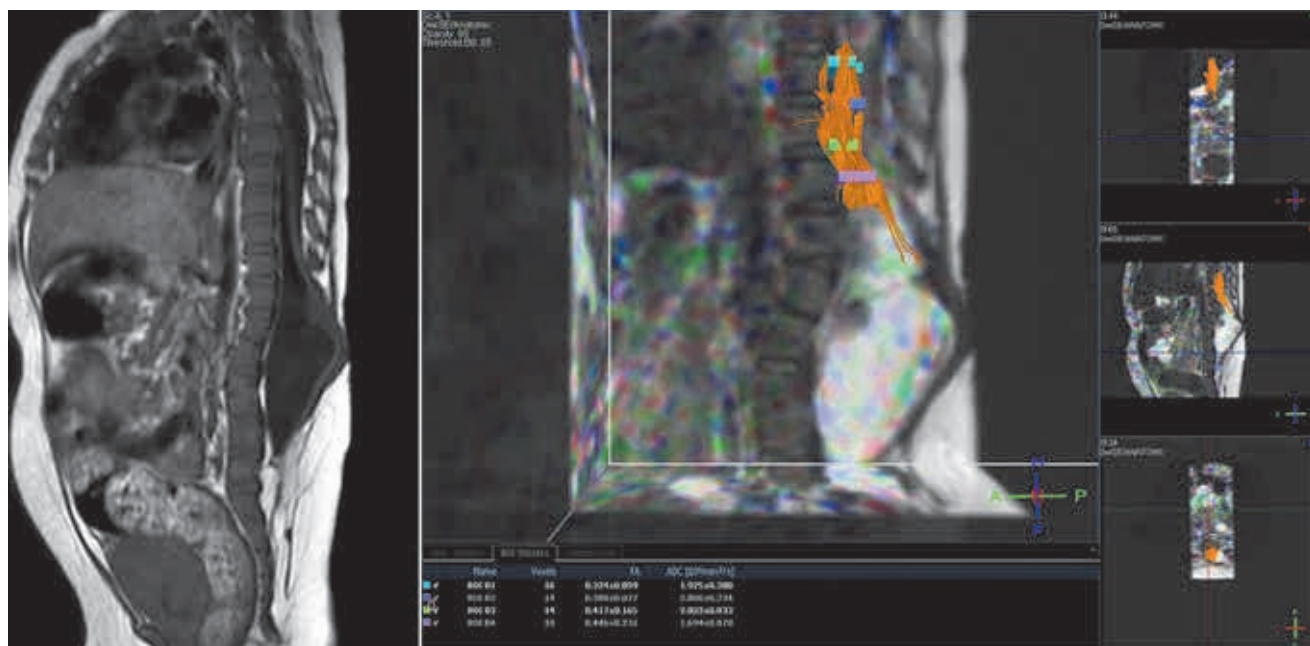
Девочка 2 лет, состояние после устранения спинномозговой грыжи (миеломенингоцеле), МРТ T1-ВИ и ДВИ-трактография.
